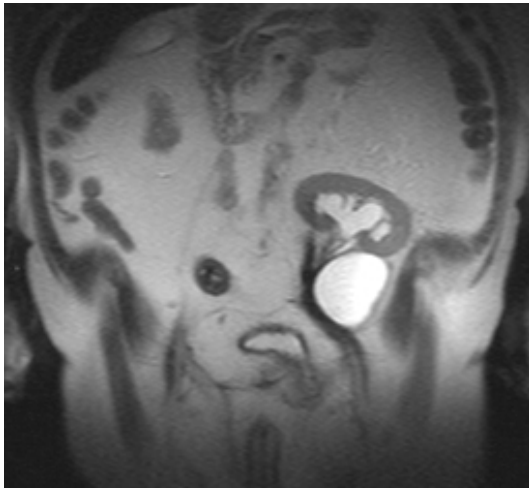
Darstellung einer Lymphozele mit bogiger Verlagerung des Harnleiters in der MRT (T2-w TSE-Sequenz) und im Ultraschall
